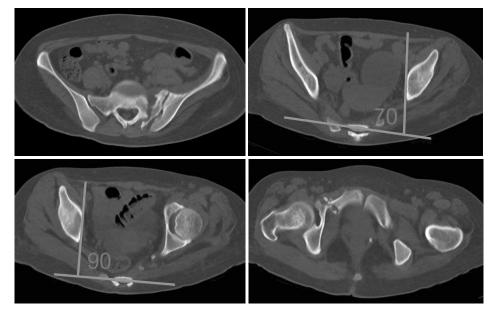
Two-dimensional computed tomography shows non-union through the left sacrum and left pubic ramus and 20 degree internal rotation deformity.
